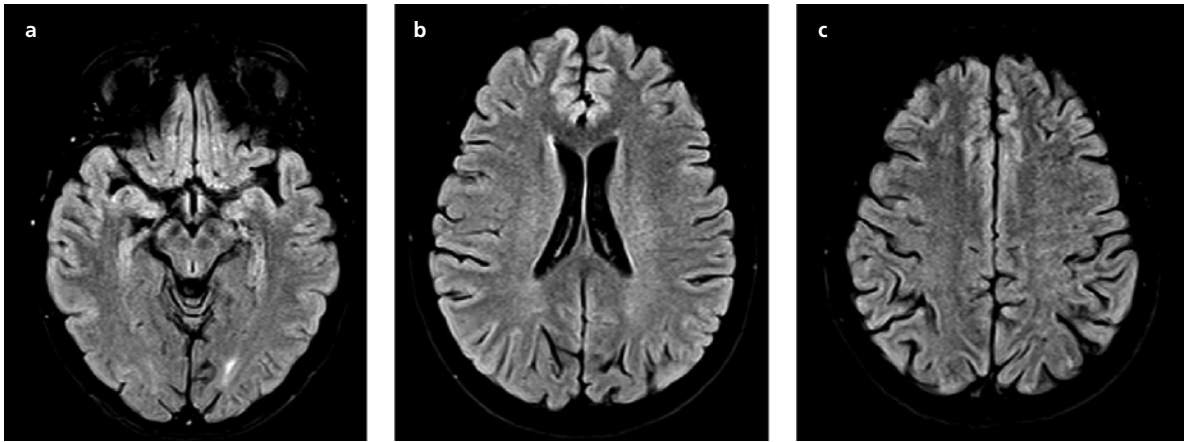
Nöbet sonrası ilk kontrol kranial MRG görüntüleri: PRES lezyonlarında kısmi gerileme (a-c).
